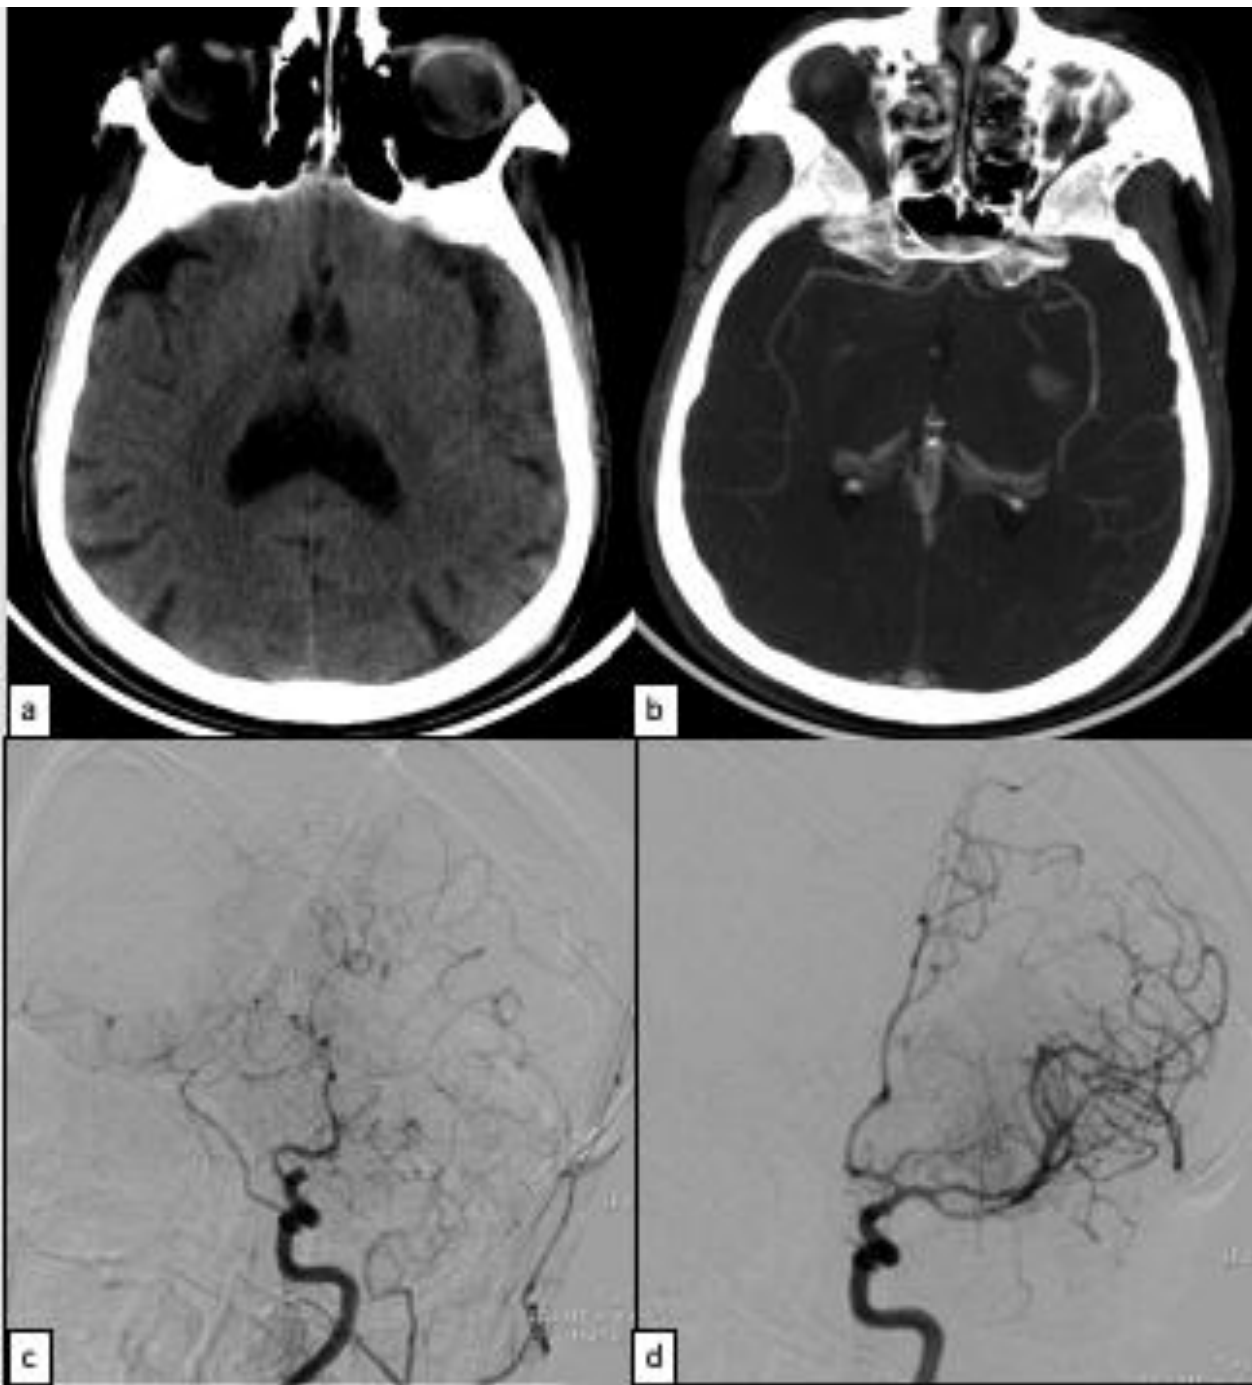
patiente de 74ans admise pour hémiplégie droite aigu. Angioscanner cérébral (a, b) effacement des noyaux lenticulo-caudés gauches avec un ASPECT a 8 associé à un thrombus de T carotidien gauche. Artériographie avant (c) et après thrombectomie (d) montre une reperméabilisation TIC1 3.
